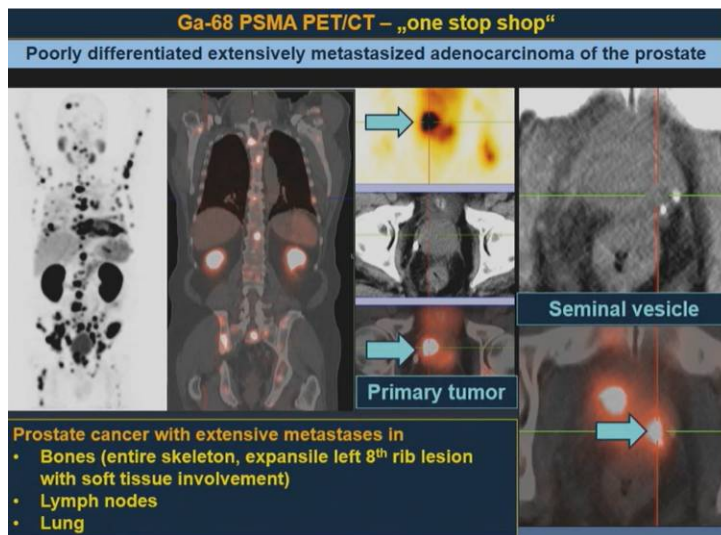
TEP/TDM au 68Ga-PSMA montrant un adénocarcinome prostatique peu différencié et fortement métastasé (102)
